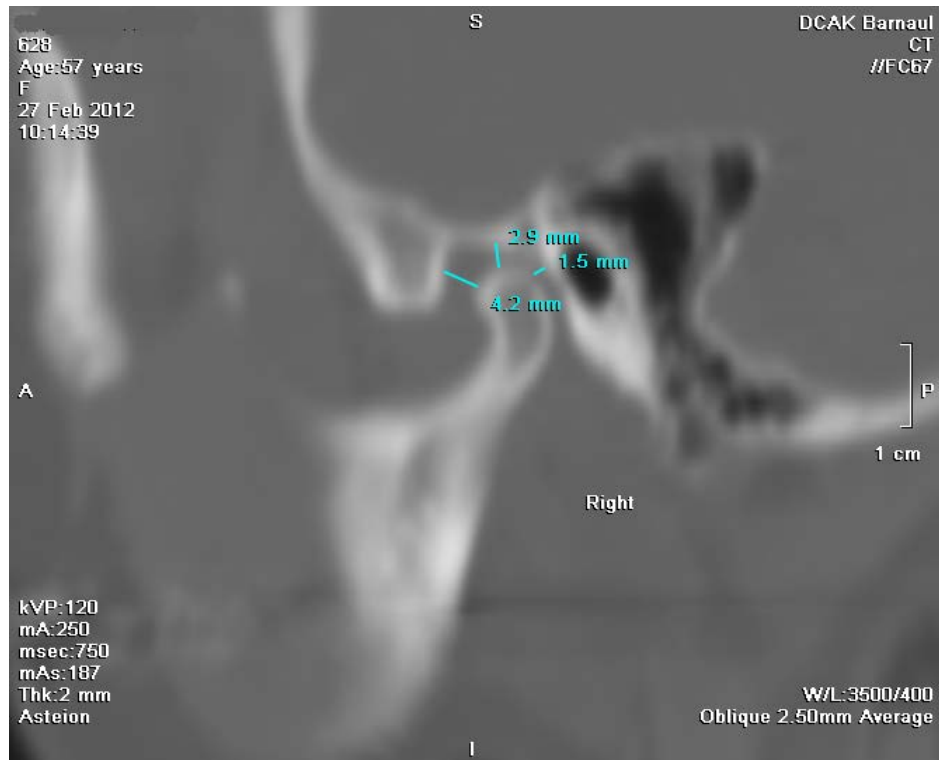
Компьютерная томограмма ВНЧС.
